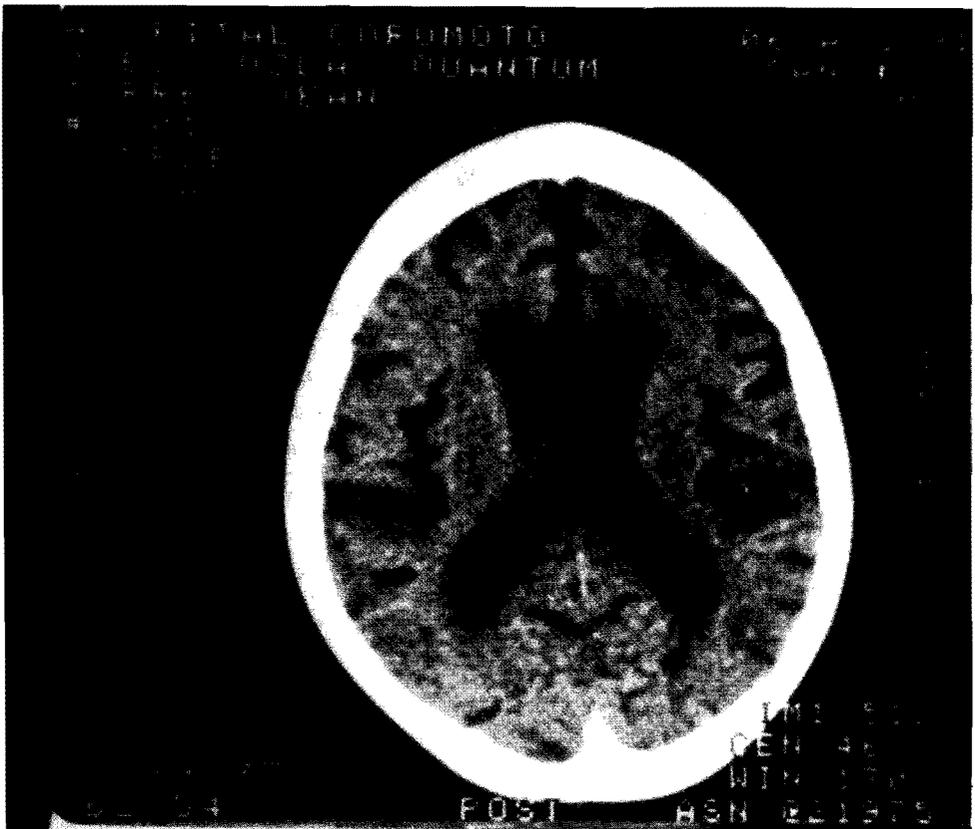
Tomografía Axial Computada Cerebral del Paciente 1. Notéanse los cambios atróficos y prominencia de cavidades ventriculares.
